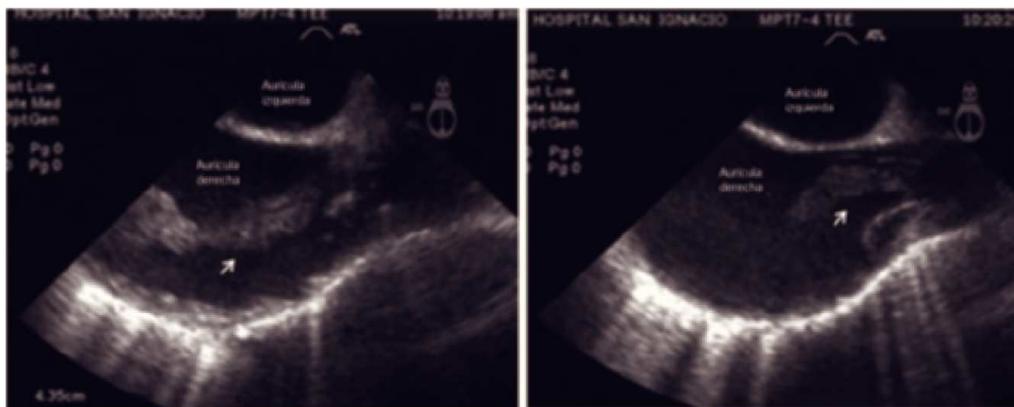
Ecocardiograma transesofágico. Gran imagen ecodensa que ingresa a la aurícula derecha y que se prolapsa a través de la válvula tricúspide (flecha).
